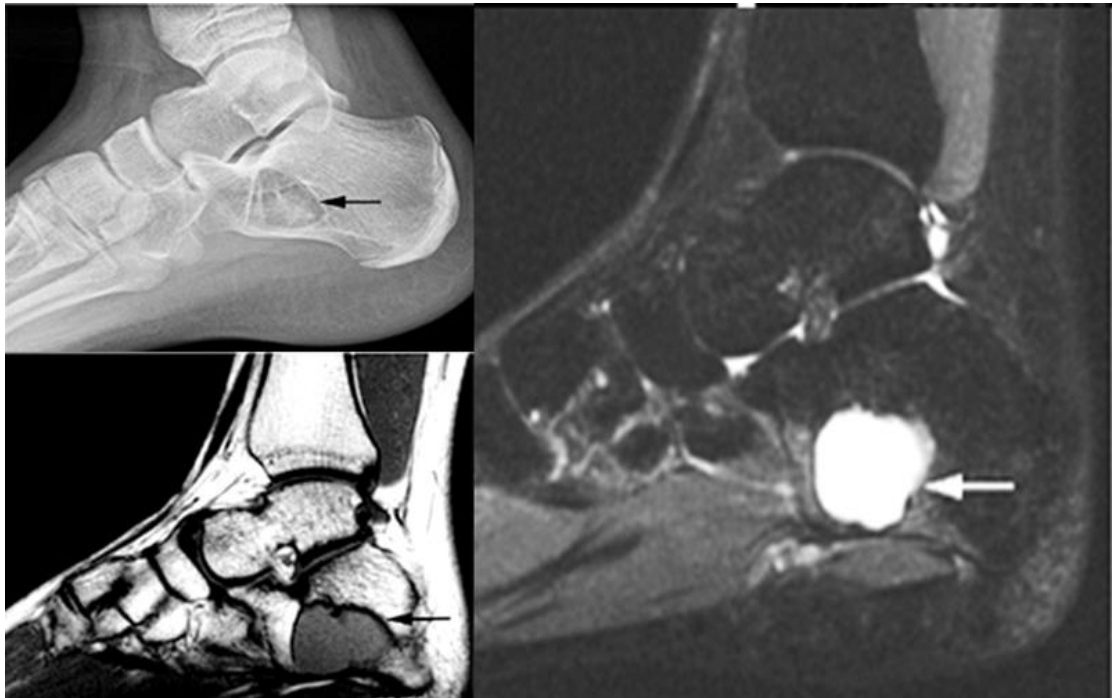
Проста кісткова кіста (ПКК). Рентгенограма стопи в бічній проекції і МРТ T1-, T233 у сагітальній площині. До диференціальної діагностики внутрішньокісткової ліпоми. На відміну від неї, при ПКК сигнальні характеристики у кістковому дефекті п'яткової кістки відповідають наявності рідини (на T133 – гіпоінтенсивні, а на T233 – гіперінтенсивні). Крім того, МРТ уточнює також деталі зображення – груботрабекулярна структура утворення обумовлена наявністю 2-3 кіст, які розподілені між собою потовщеною кістковою балкою (стрілки на T133).
